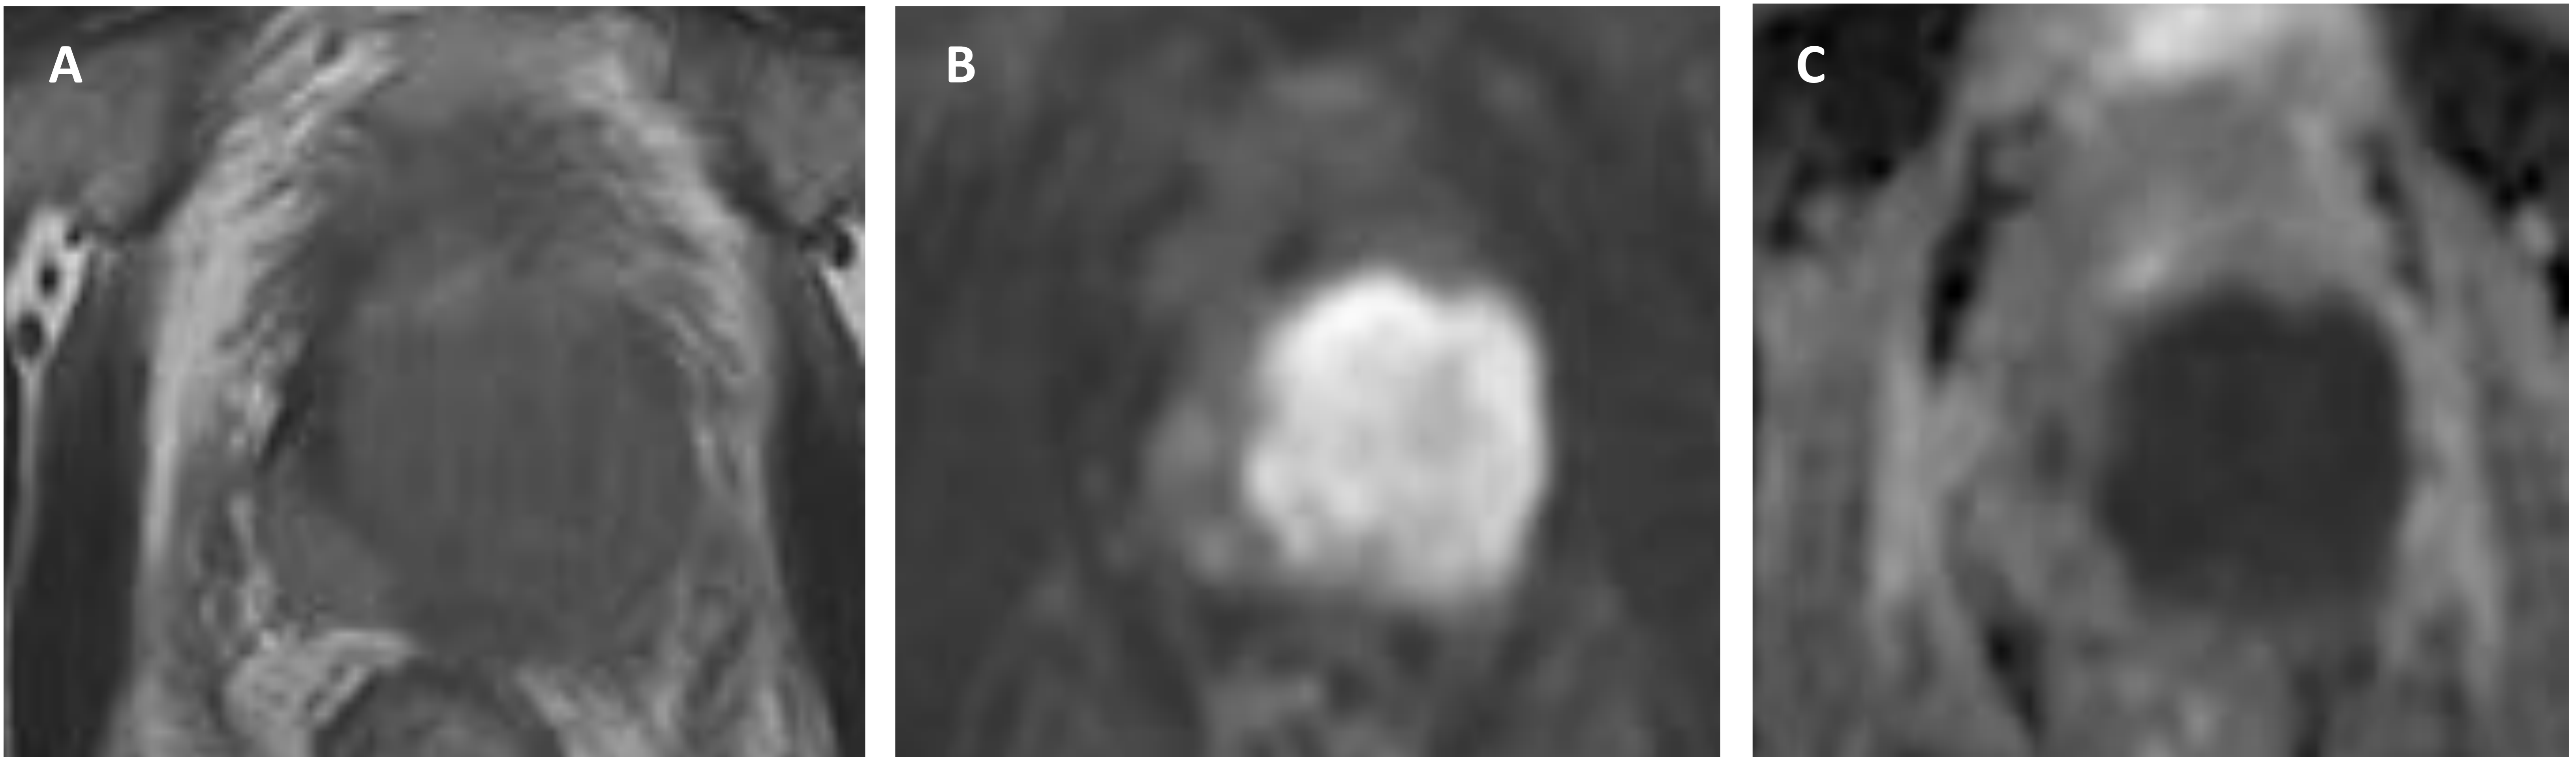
Cortes axiales de RM prostática potenciada en T2 (imagen A), difusión (imagen B) y ADC (imagen C). En las imágenes A-C podemos observar una voluminosa lesión nodular isointensa en T2 y con marcada restricción en difusión. La anatomía patológica arrojó el diagnóstico de linfoma.
